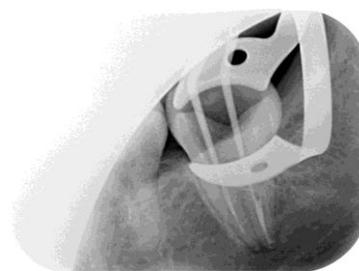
Radiographie cônes en place
